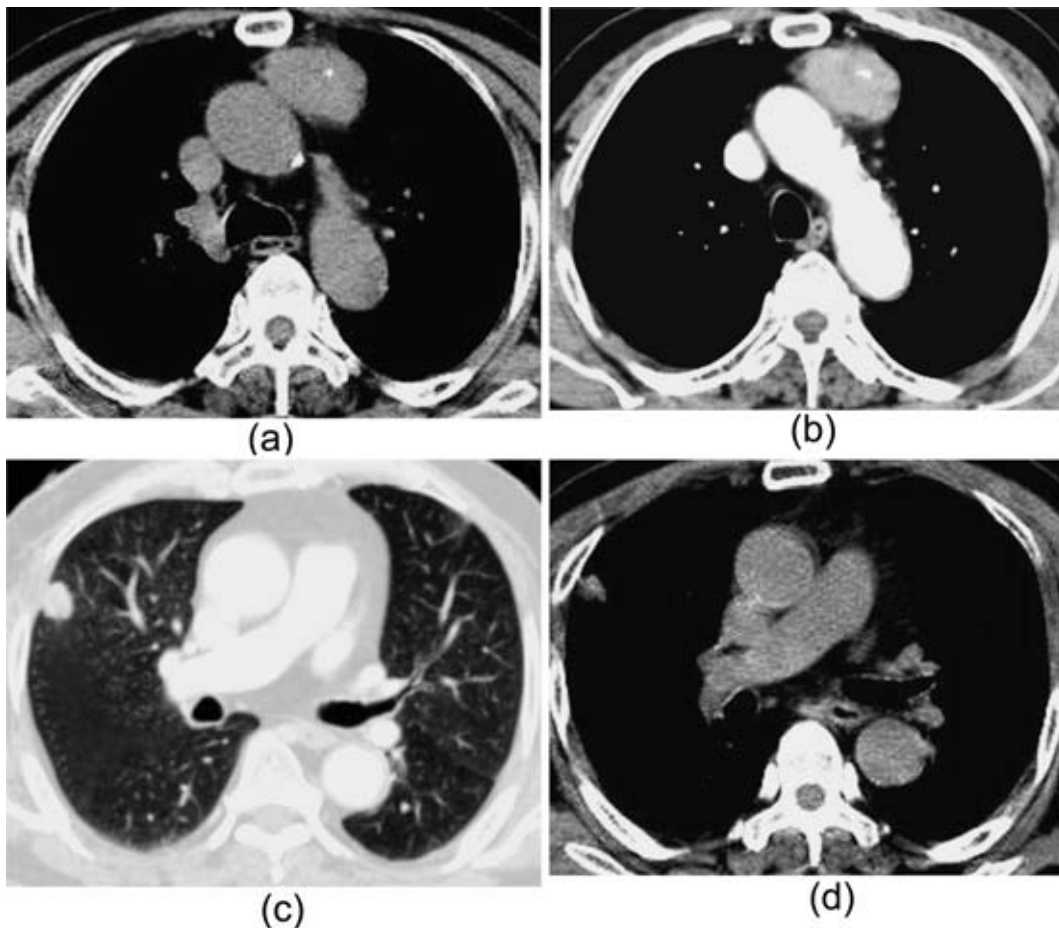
(a) Plain CT shows an anterior mediastinal mass measuring $5.2 \times 4.8 \times 3.2$ cm with calcification. (b) Enhanced CT shows a slightly enhanced anterior mediastinal mass. (c), (d) Pulmonary nodule measuring 2.0×1.5 cm located in right S_{3a} close to the minor fissure.
